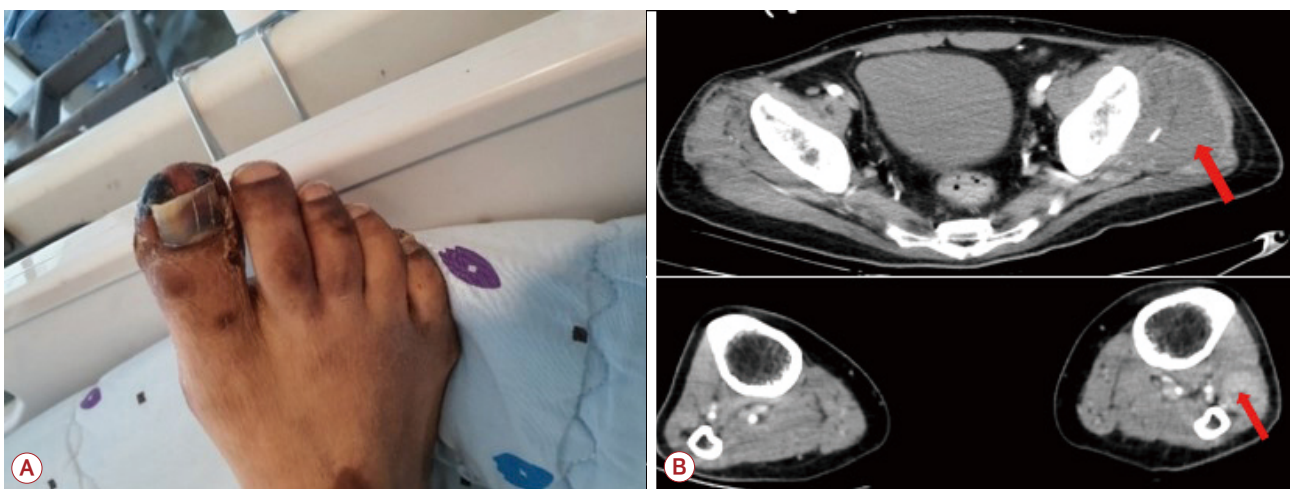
(A) The skin color of right toes turns a cherry-red color. (B) Computerized tomography scan showed diffuse swelling with heterogeneous density of left pectoralis major muscle and many muscles of left lower leg (arrows), which means ischemic change.
